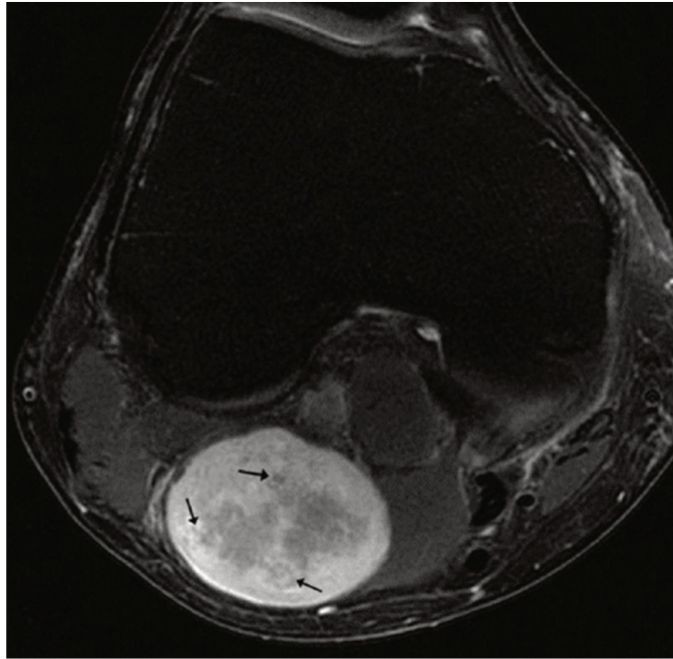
IRM T2 Fat-Sat d'un schwannome du nerf tibial postérieur. Fascicular sign, d'après Kakkar et al. (55)
